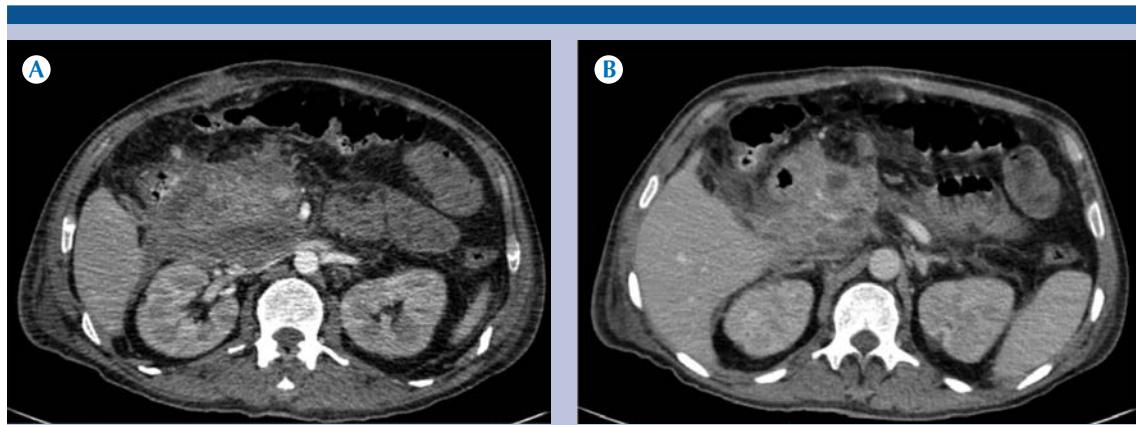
A-B) Hombre de 62 años, diabetes mellitus 2, con colecistectomía más tumoración de cabeza de páncreas, con síndrome icterico. Se demuestran en los planos axiales de imágenes de tomografía computada multidetectores, en fase venosa a nivel del coléodo intrapancreático, cambios por pancreatitis necrosante con colecciones no infectadas, pancreáticas y peripancreáticas, además de cambios inflamatorios en duodeno y colon ascendente. Dado que la sospecha clínica era una fuga biliar fue sometido a exploración quirúrgica evidenciando lesión biliar Bismuth I.
